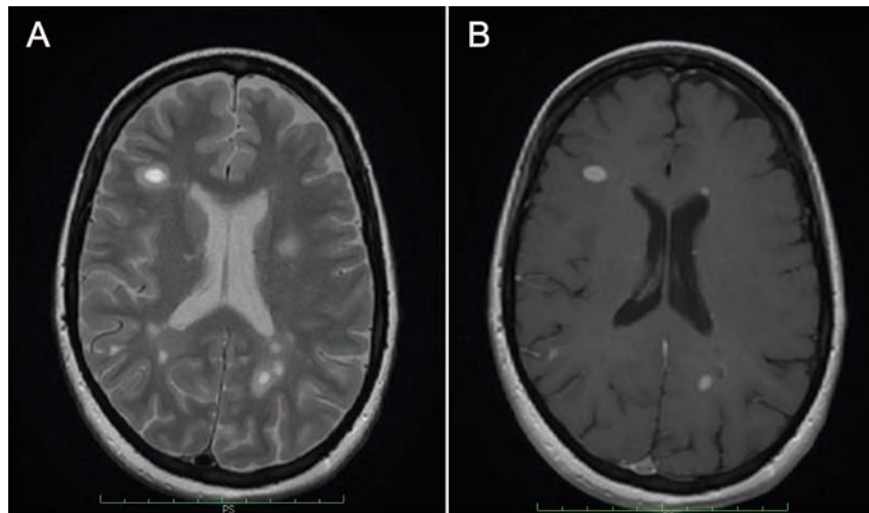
Imágenes de RM con lesiones típicas de EM. (A) Secuencia ponderada en T2. (B) Secuencia ponderada en T1 + gadolinio (Fuente: autor).
